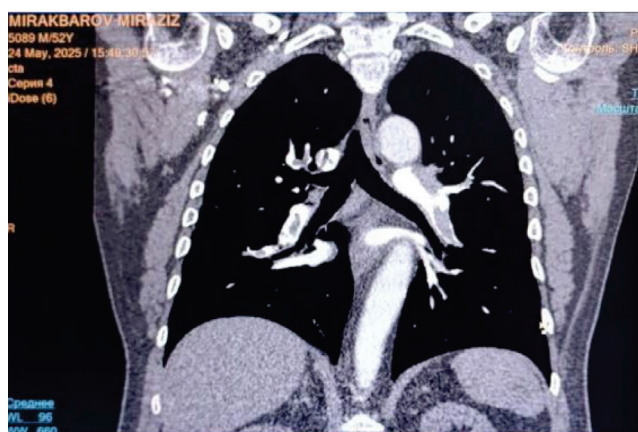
КТ-ангиопульмонография (до лечения 24.05.2025 г.): дефекты наполнения в стволе и ветвях ПА
